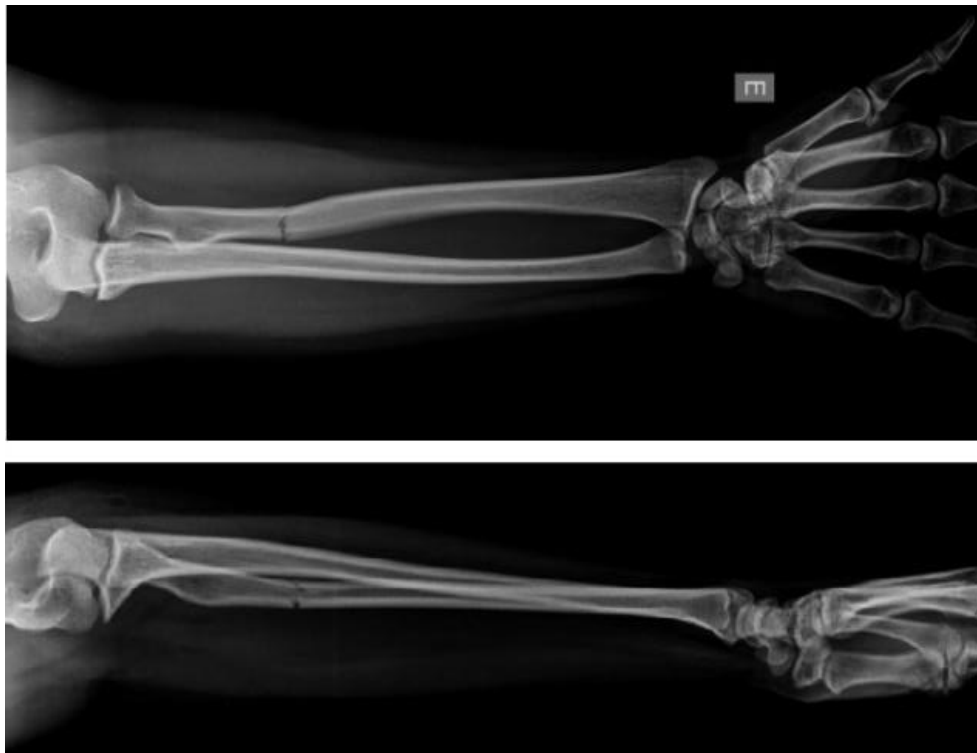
Imagem demonstrando radiografias anteroposteriores (AP) e Perfil do antebraço esquerdo, evidenciando uma FDR do membro esquerdo (classificação AO 2R3A3).
